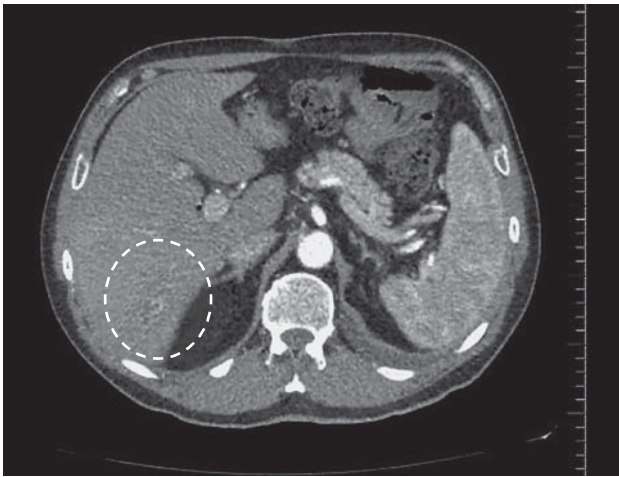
Компьютерная томограмма. Гиподенсное образование в VI сегменте печени, интерпретированное как абсцесс.
